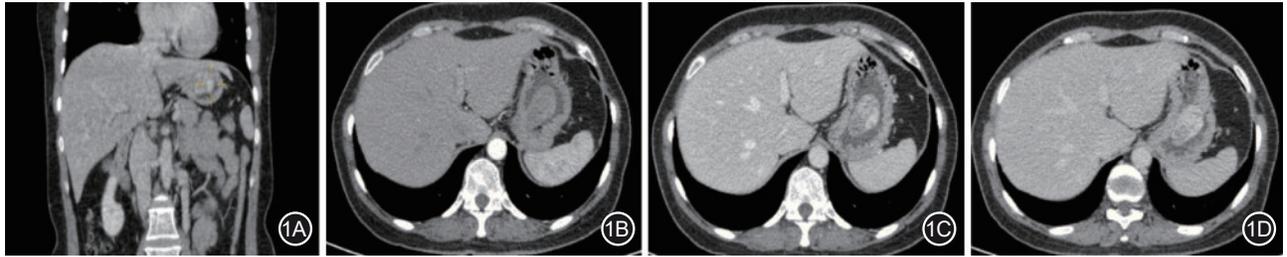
患者2024-01-10增强CT肿物呈渐进性强化 1A.动脉期;1B.门脉期;1C.延迟期;1D.冠状面(延迟期)
